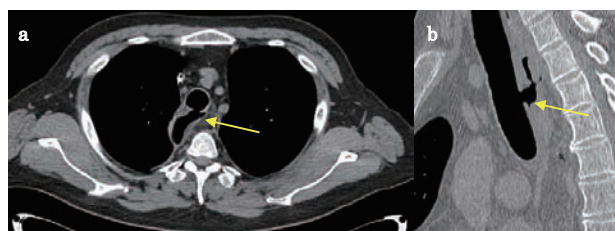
第8病日のCT検査にて気管胃管瘻（矢印）を認めた。a：水平断，b：矢状断
